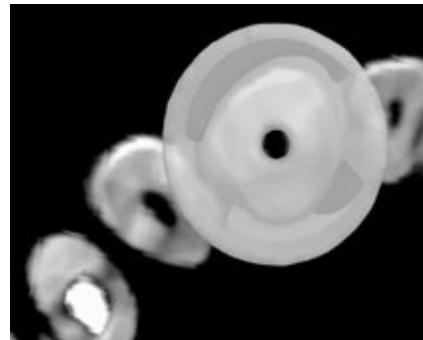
Совмещение изображения эндоонтитического шаблона и рентгенологического изображения зуба
